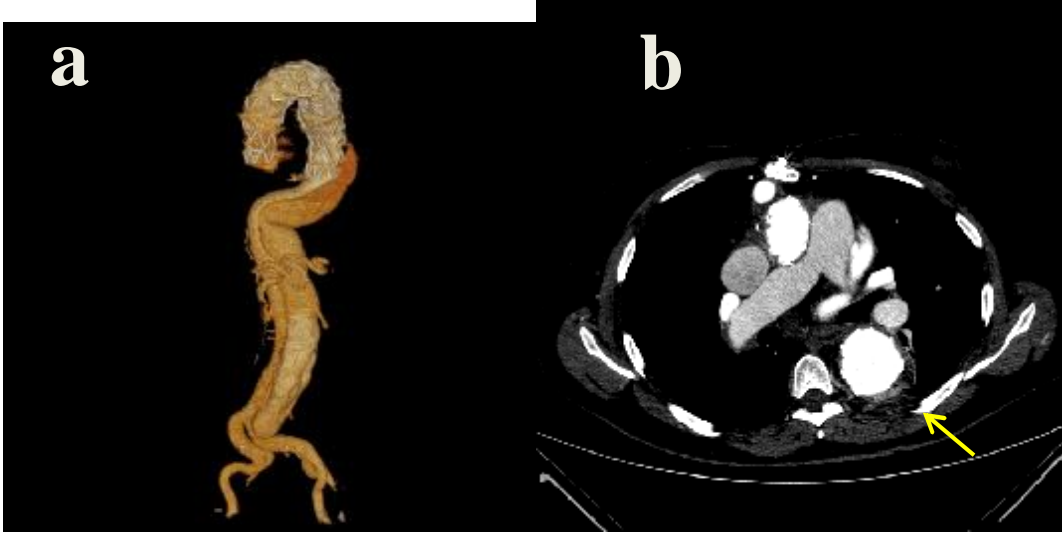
13. ay kontrol BT-anjio incelemesinde (a) 3D reformat görüntüde distaldeki re-entry deliğinden perfüze olan yalancı lümen benzer şekilde izlenmekte olup, anevrizmatik dilatasyon izlenmedi. (b) 40. gün kontrol BT-anjio imajıyla aynı düzeyden geçen aksiyel kesitte yalancı lümen perfüzyonu tamamen gerilemiş izlenmektedir. (c) Sagittal MIP imajda stent greft intakt olup, endoleak ayırdedilmiyor.
